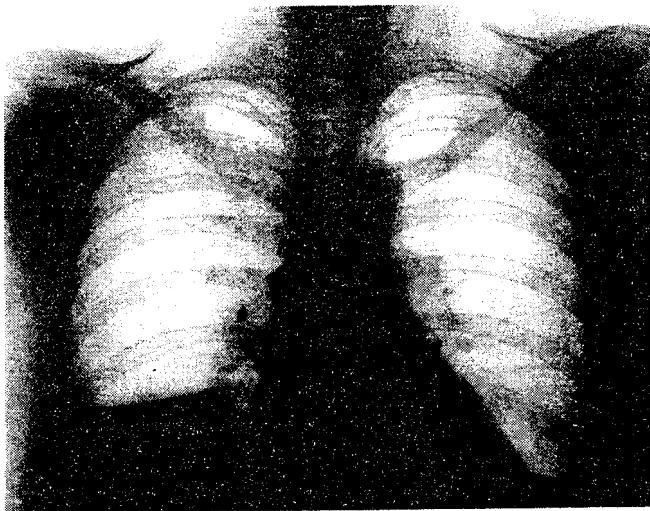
Рентгенограмма органов грудной полости больной Ф., 48 лет.
